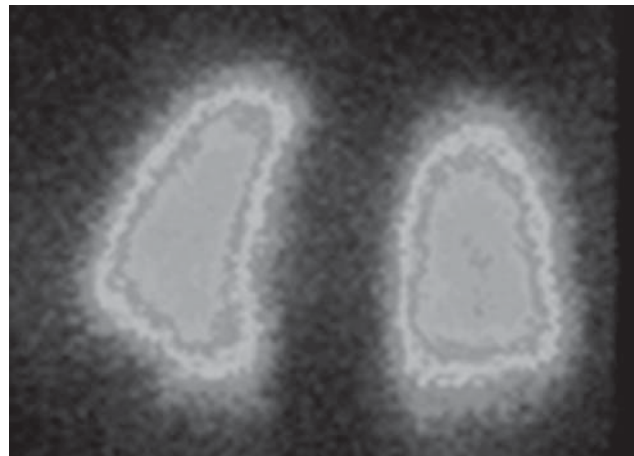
Перфузионная сцинтиграфия легких пациента К. после лечения. Отсутствие зон аперфузии в правом легком
